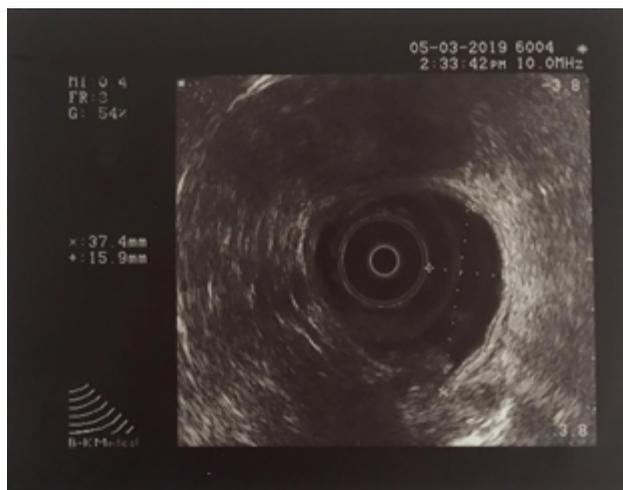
Ecografía 360°.
